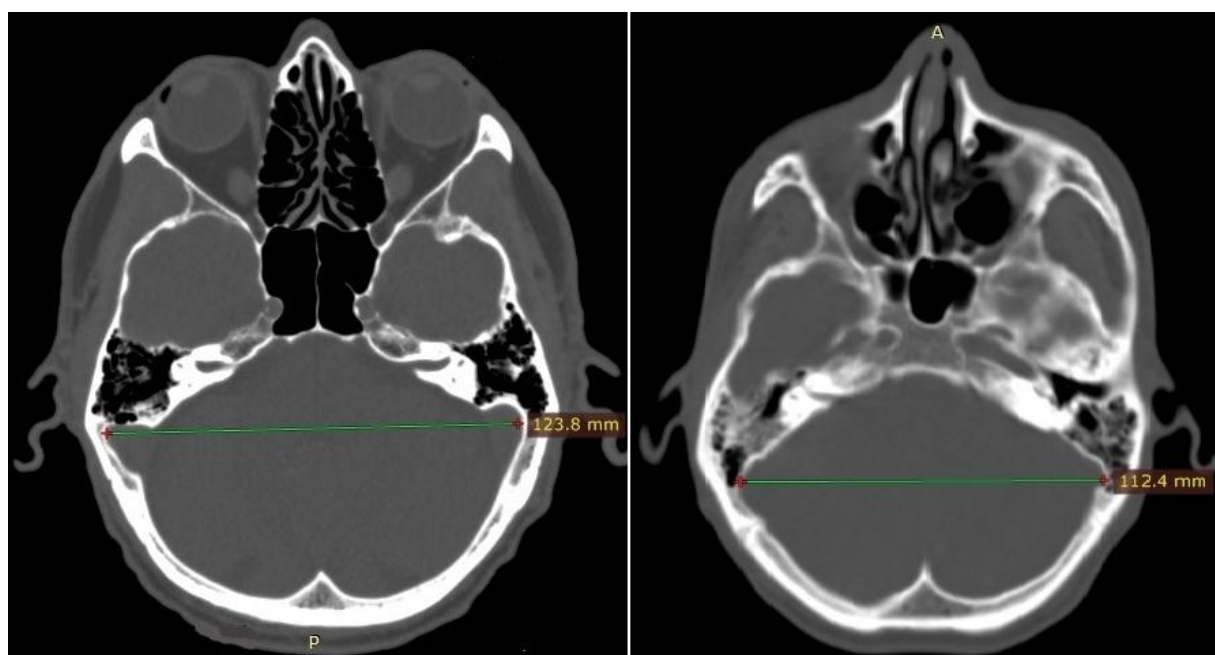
Компьютерные томограммы в аксиальной проекции (костное окно): слева широкая задняя черепная ямка, справа – узкая
